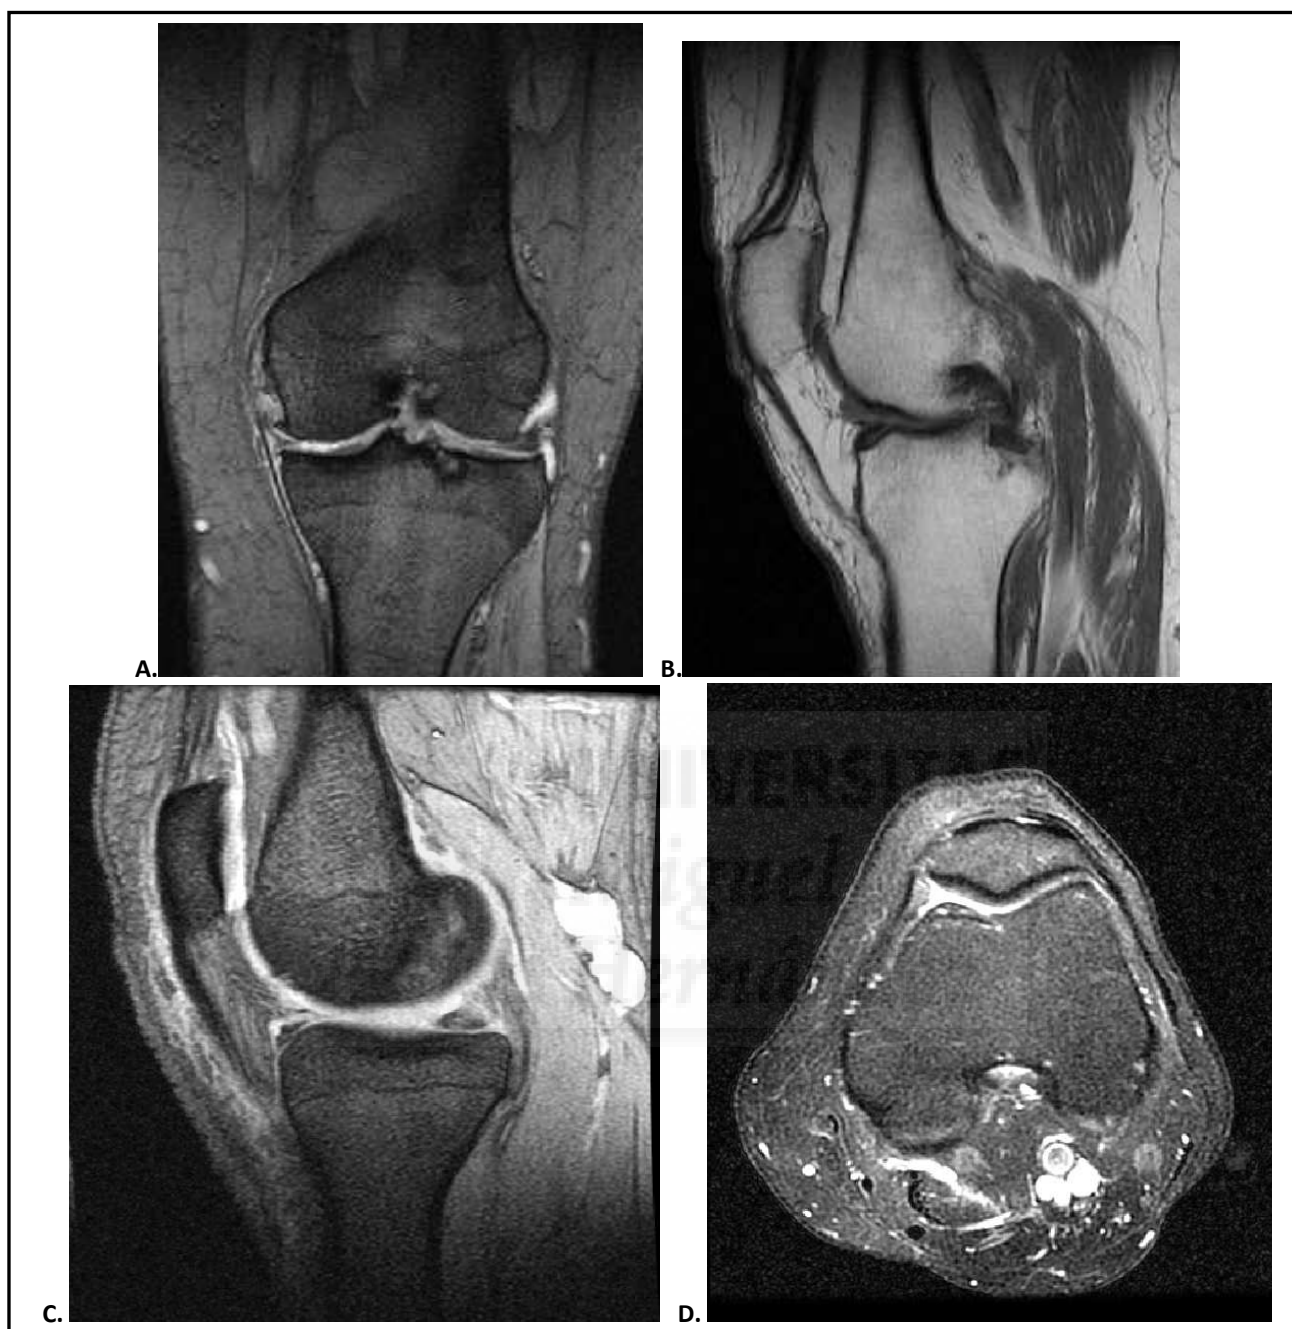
Estudio por RM de una rodilla con signos artrósicos. A. Proyección coronal de la rodilla donde se observan signos de disminución del espacio intraarticular que ocasiona lesiones en ambos meniscos, pudiendo llegar a la rotura de los mismos, y formación de erosiones óseas y osteofitos marginales en tibia y fémur y presencia de quistes óseos subcondrales. B. Proyección sagital en secuencia T1 donde se observan formación de osteofitos en el compartimento femoropatelar y sirve para estudio de los ligamentos cruzados. C. Estudio sagital en secuencia T2, la cual nos sirve para estudio de la presencia de colecciones líquidas, como el quiste de Baker que se observa en este caso, o la presencia de derrame sinovial, no muy abundante aquí. D. Corte axial con supresión grasa en el cual se puede estudiar la existencia o no de lateralización de la rótula, los retináculos laterales y el estudio del cartílago articular en esta zona, observándose una ligera subluxación externa con adelgazamiento leve del cartílago articular.
